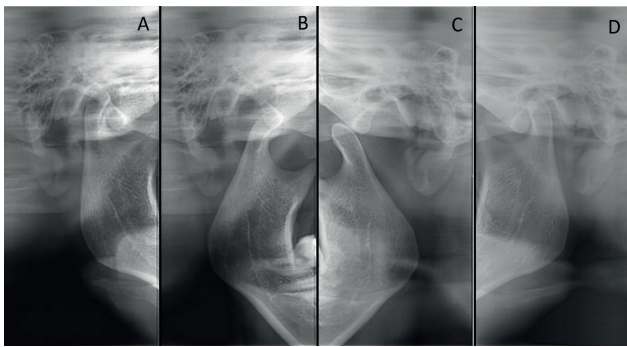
Radiografia das ATM's Direita (A-B) e Esquerda (C-D) boca aberta e fechada, respectivamente.
